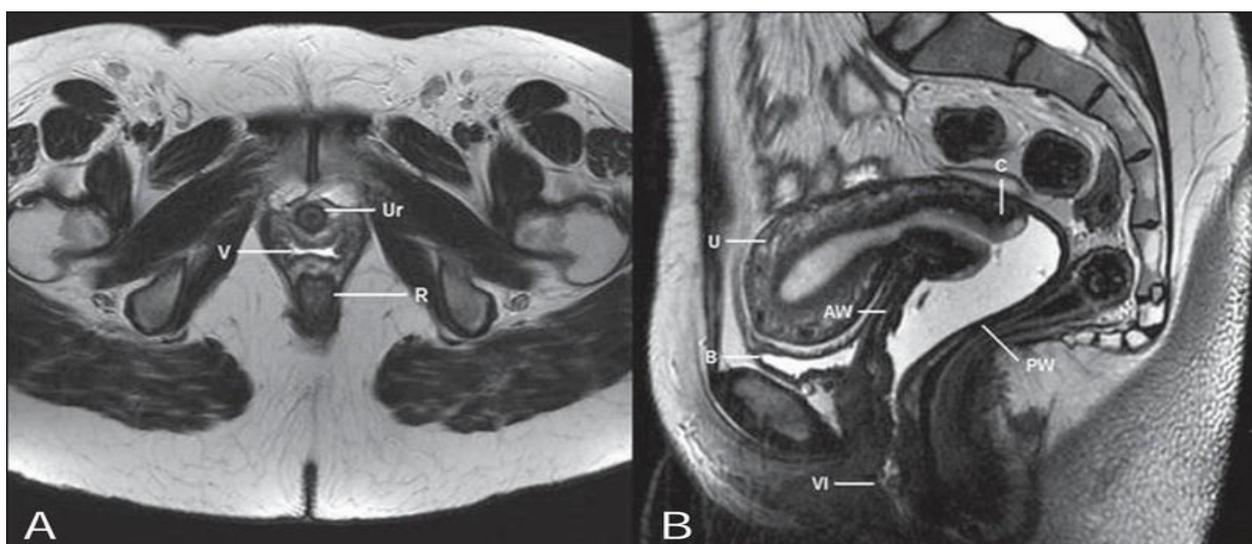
МРТ диагностика органов малого таза
